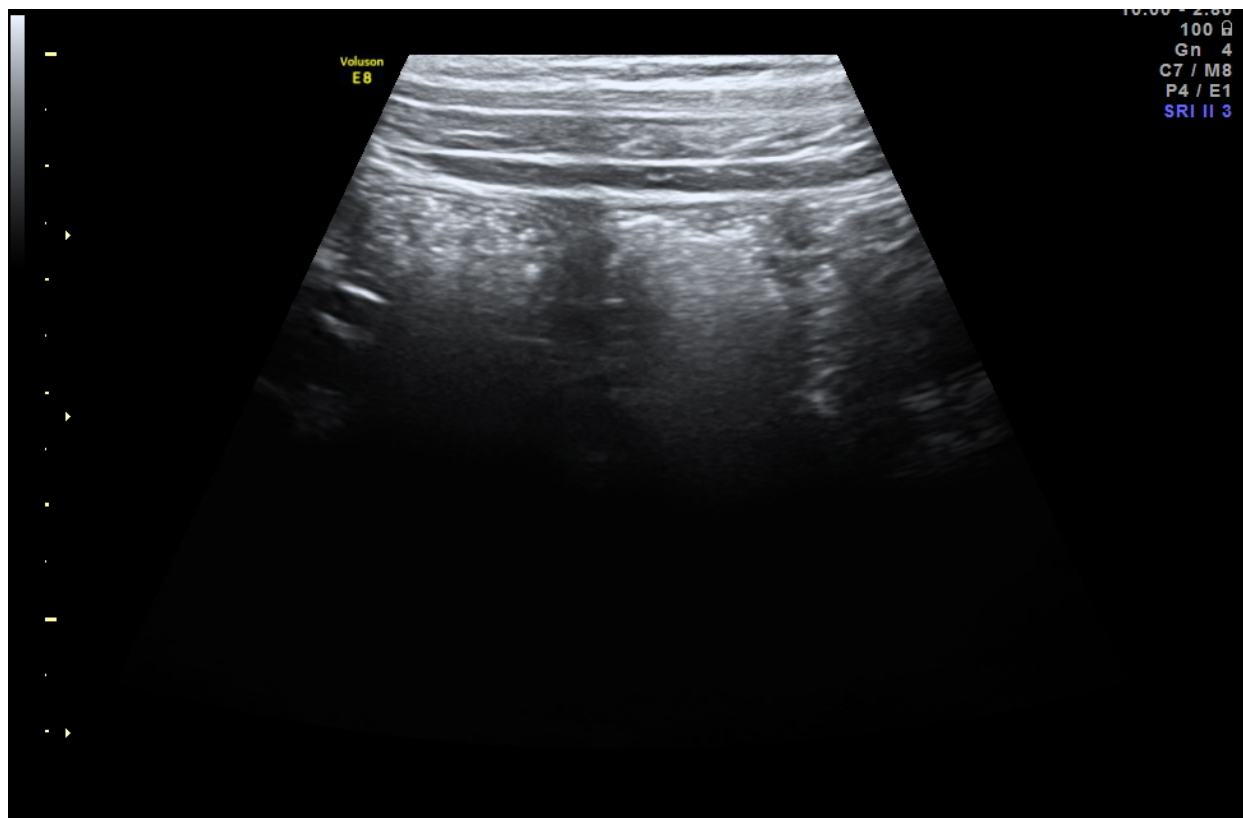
Трансабдоминальное УЗИ толстой кишки. Нормальная толщина кишечной стенки сигмовидной кишки пациентки с язвенным колитом
